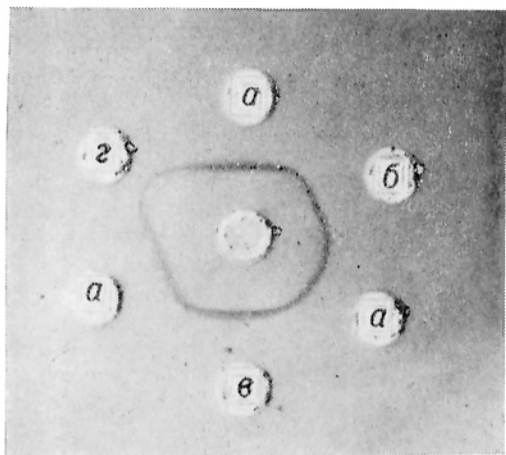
Иммунодиффузия в агаровом геле разновидности транскортина, связанной с беременностью (а), и транскортина ретроплатцитарной (б) и нормальной крови доноров (в).
